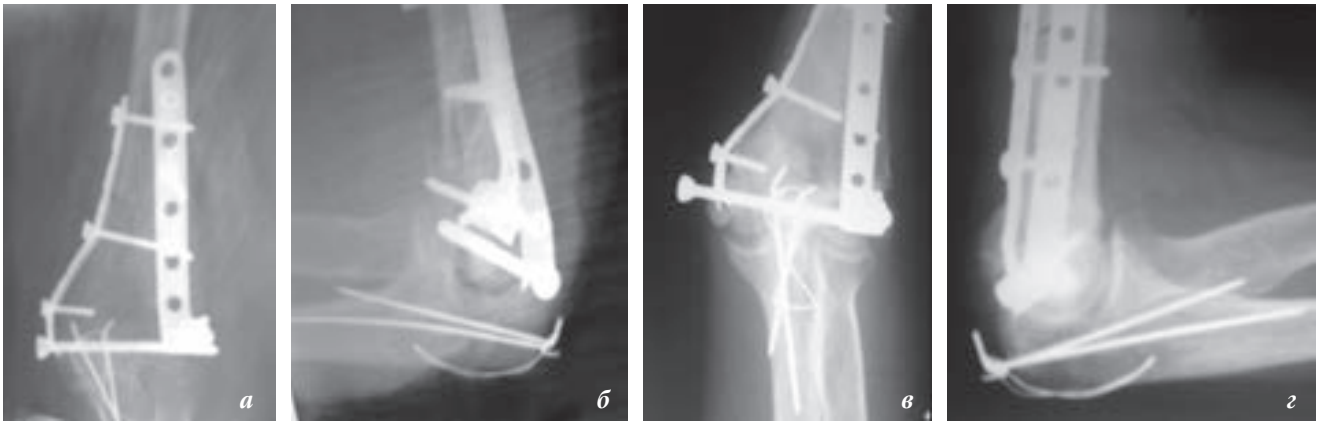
Рентгенограми хв-ї К. Закритий внутрішньосуглобовий перелом дистального метаепіфіза лівої плечової кістки. Після операції: пряма (а), бокова (б) проекції; через 14 міс. після операції відмічається поява осифіката по задній поверхні плечової кістки, міграція компресуючого гвинта дистального відділу плечової кістки, міграція шпичів ліктьового відростка: пряма (а), бокова (б) проекції
